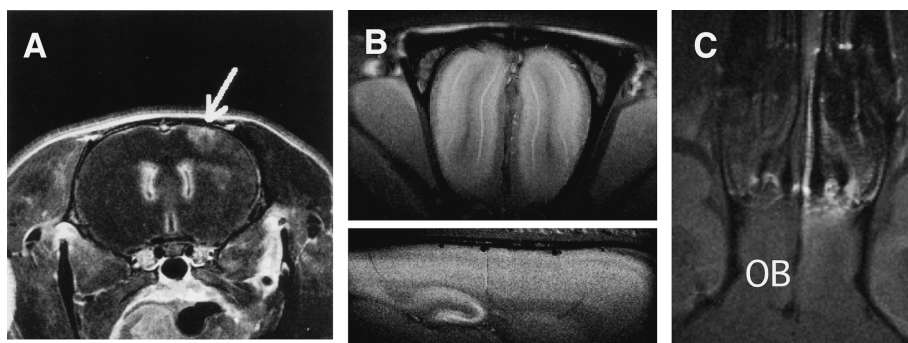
Classification of manganese-enhanced MRI (MEMRI)
